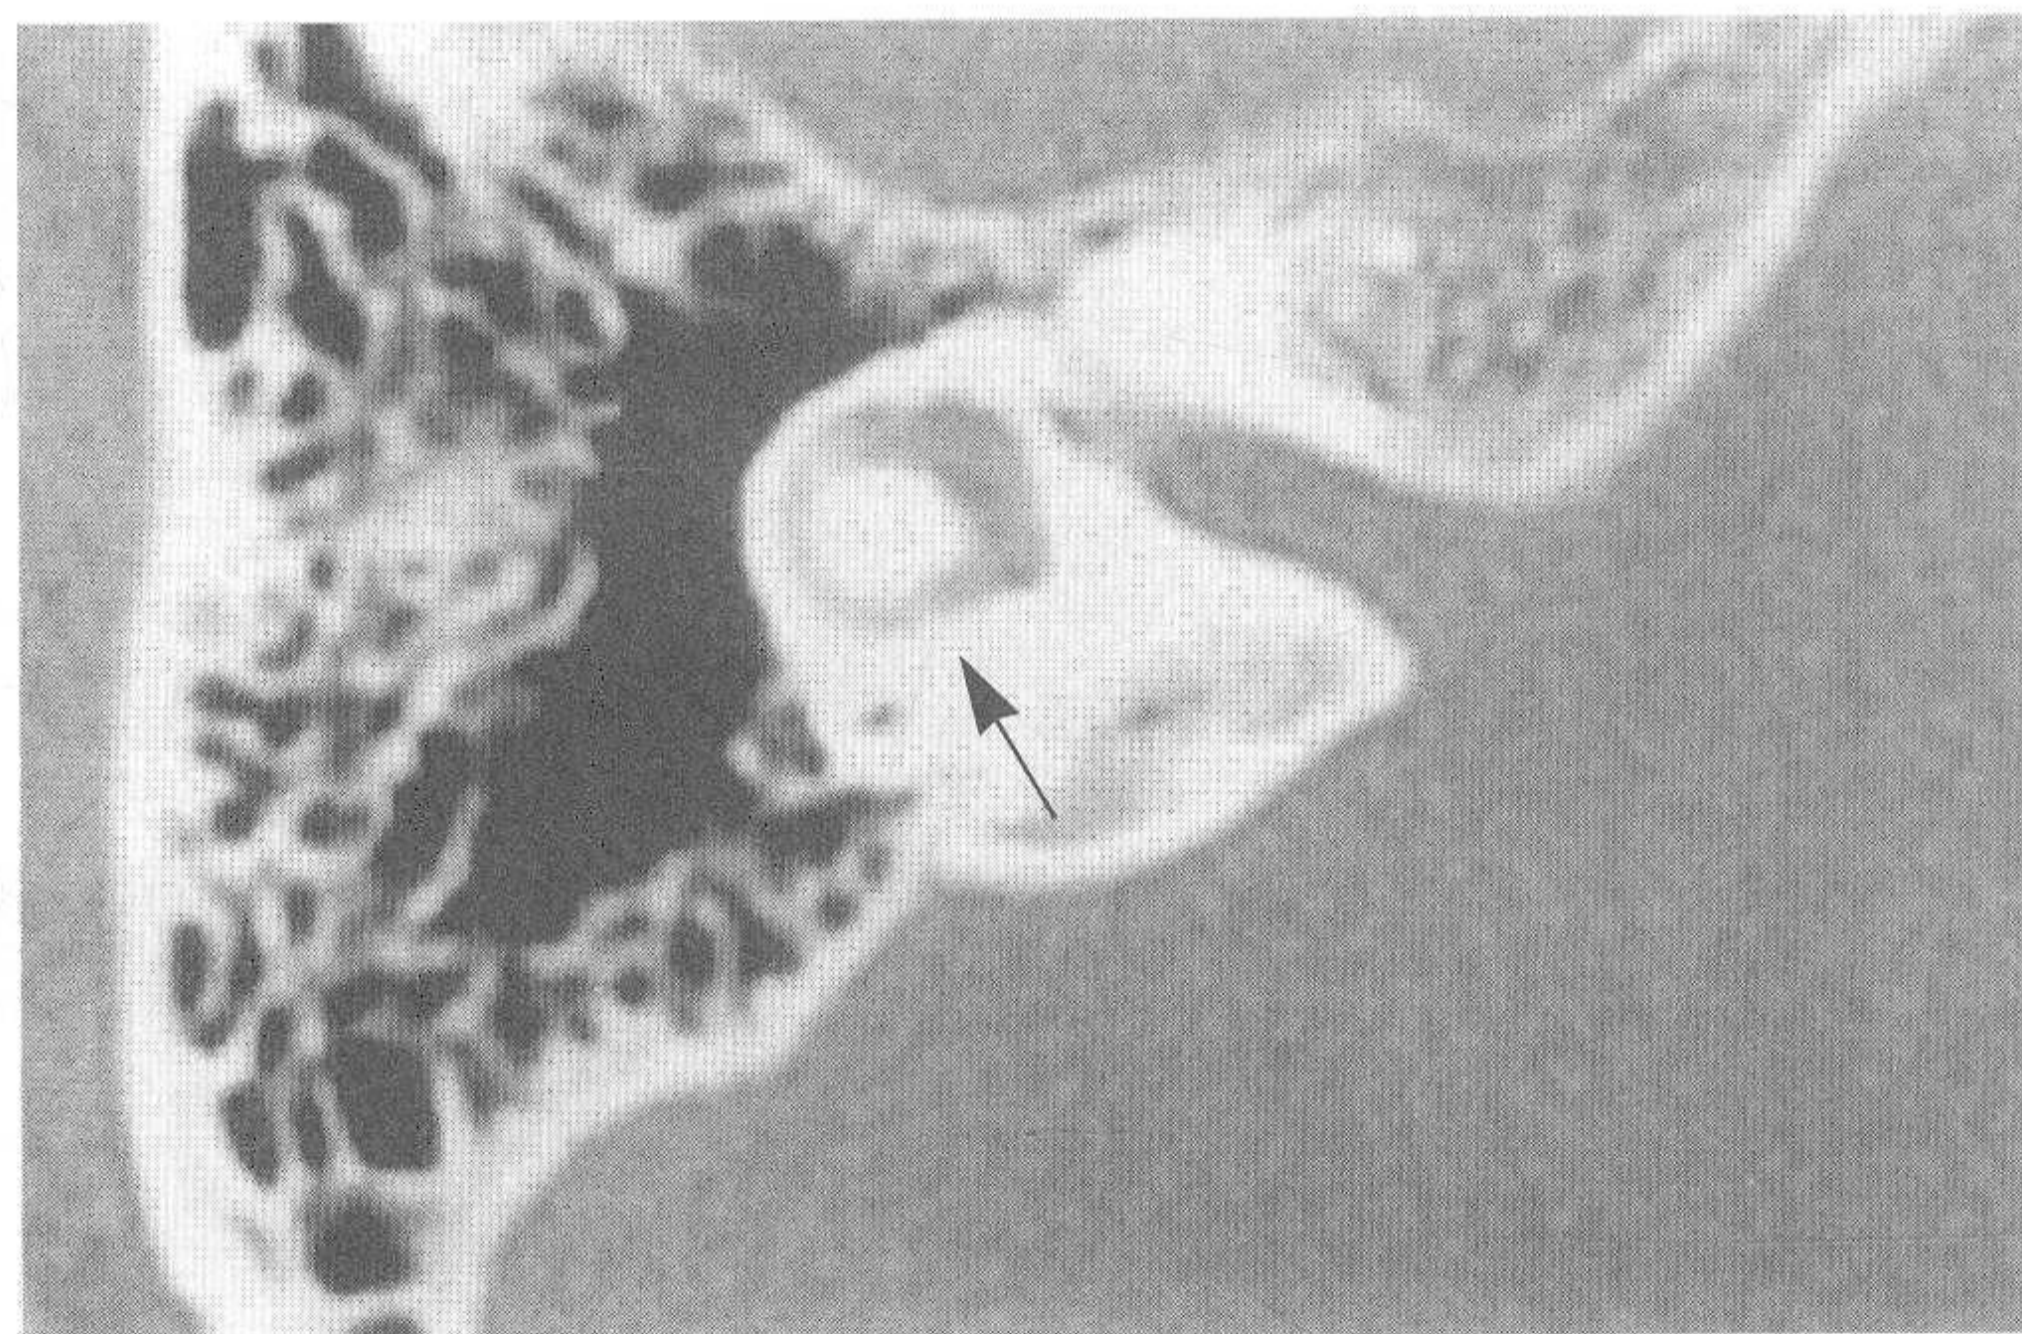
对应正常颞骨CT图像（大箭头示前庭和水平半规管）
